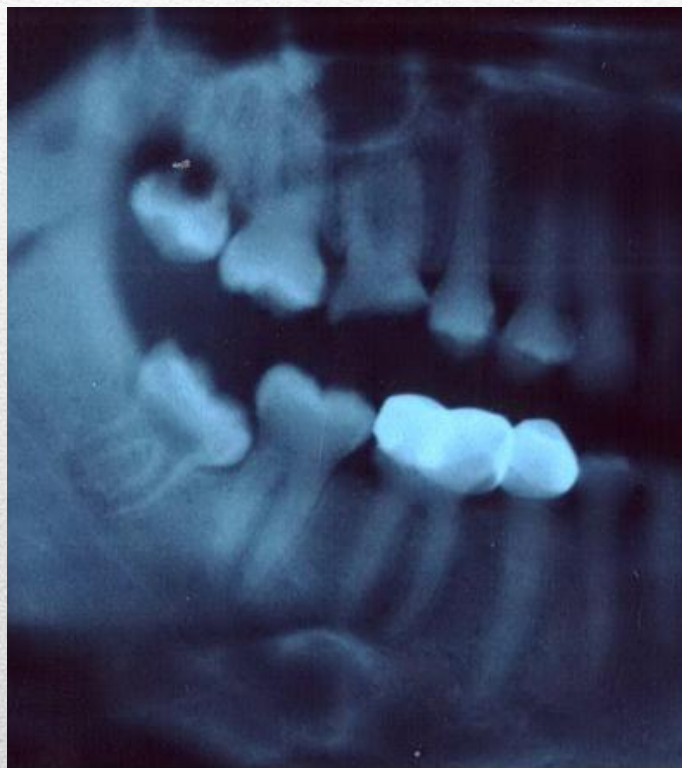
Панорамная рентгенограмма пациента П. 19 лет. Диагноз: синдром Капдепона-Стентона.
